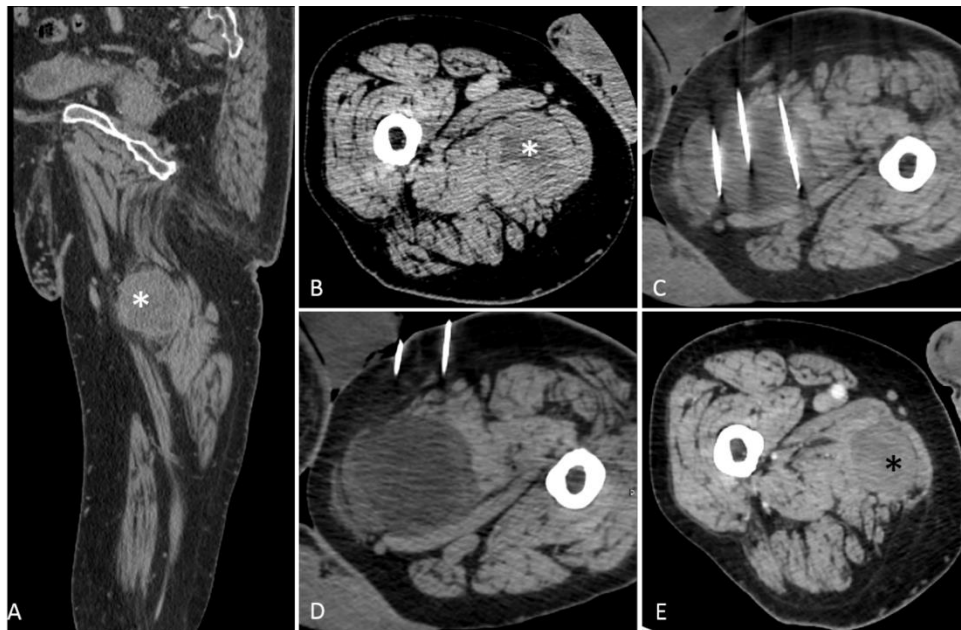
CT images of a new metastasis within the inferior limb (white star, A, B) in a patient previously treated for a paravertebral metastasis of a grade 3 pleomorphic liposarcoma (figure 2). CT-guided PC, showing the cryoprobes within the lesion (C), and the well-differentiated ice ball compared with surrounding tissue (D). CT images follow-up at 6 months demonstrating the cryoablation zone without appearance of new foci at the ablative margins (black star, E). Systemic treatment is still discontinued since first PCA.
